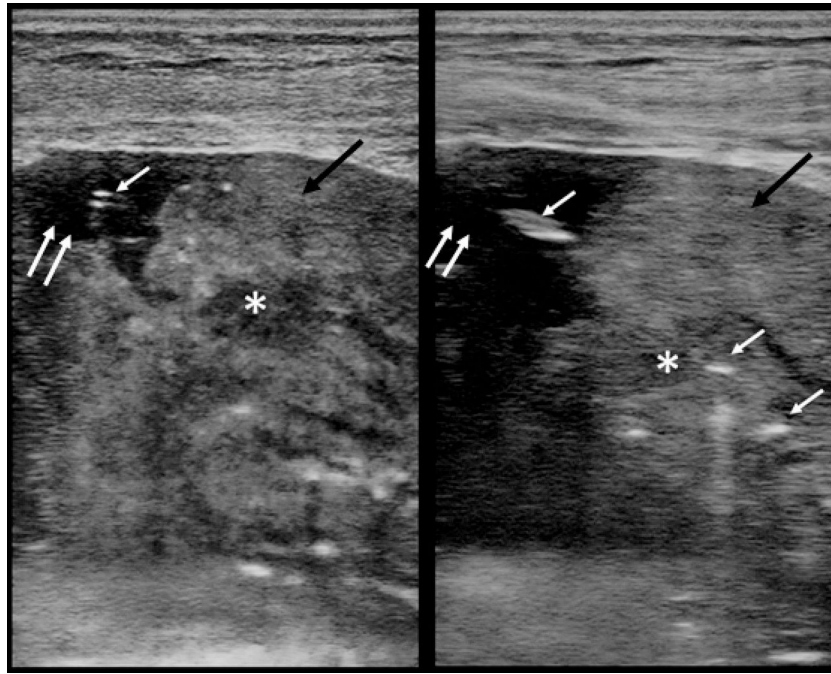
Ecografía modo B que muestra imagen de ecoestructura heterogénea (flechas negras) correspondiente a atelectasia pulmonar con pequeño derrame pleural (área anecoica señalada con doble flecha). En el interior de la atelectasia se identifica lesión hipoeoica (asterisco) correspondiente a la lesión nodular a biopsiar. Las imágenes lineales hiperecoicas (flechas blancas) corresponden a la BAG.
